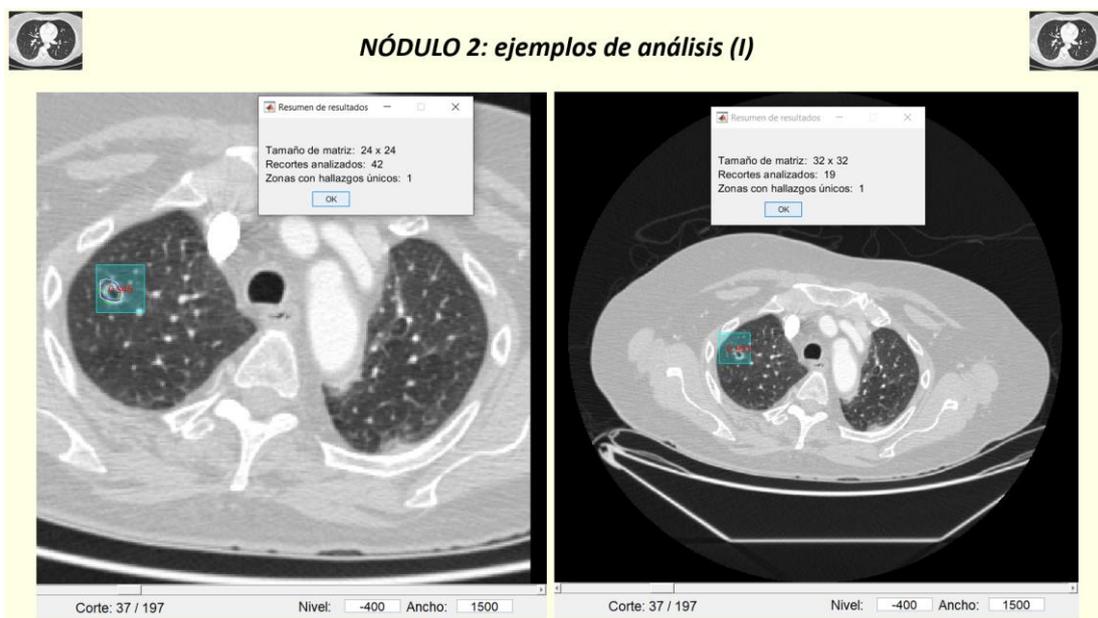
Casos TC de tórax. Caso 4: ejemplos de análisis del nódulo 2 (I)
